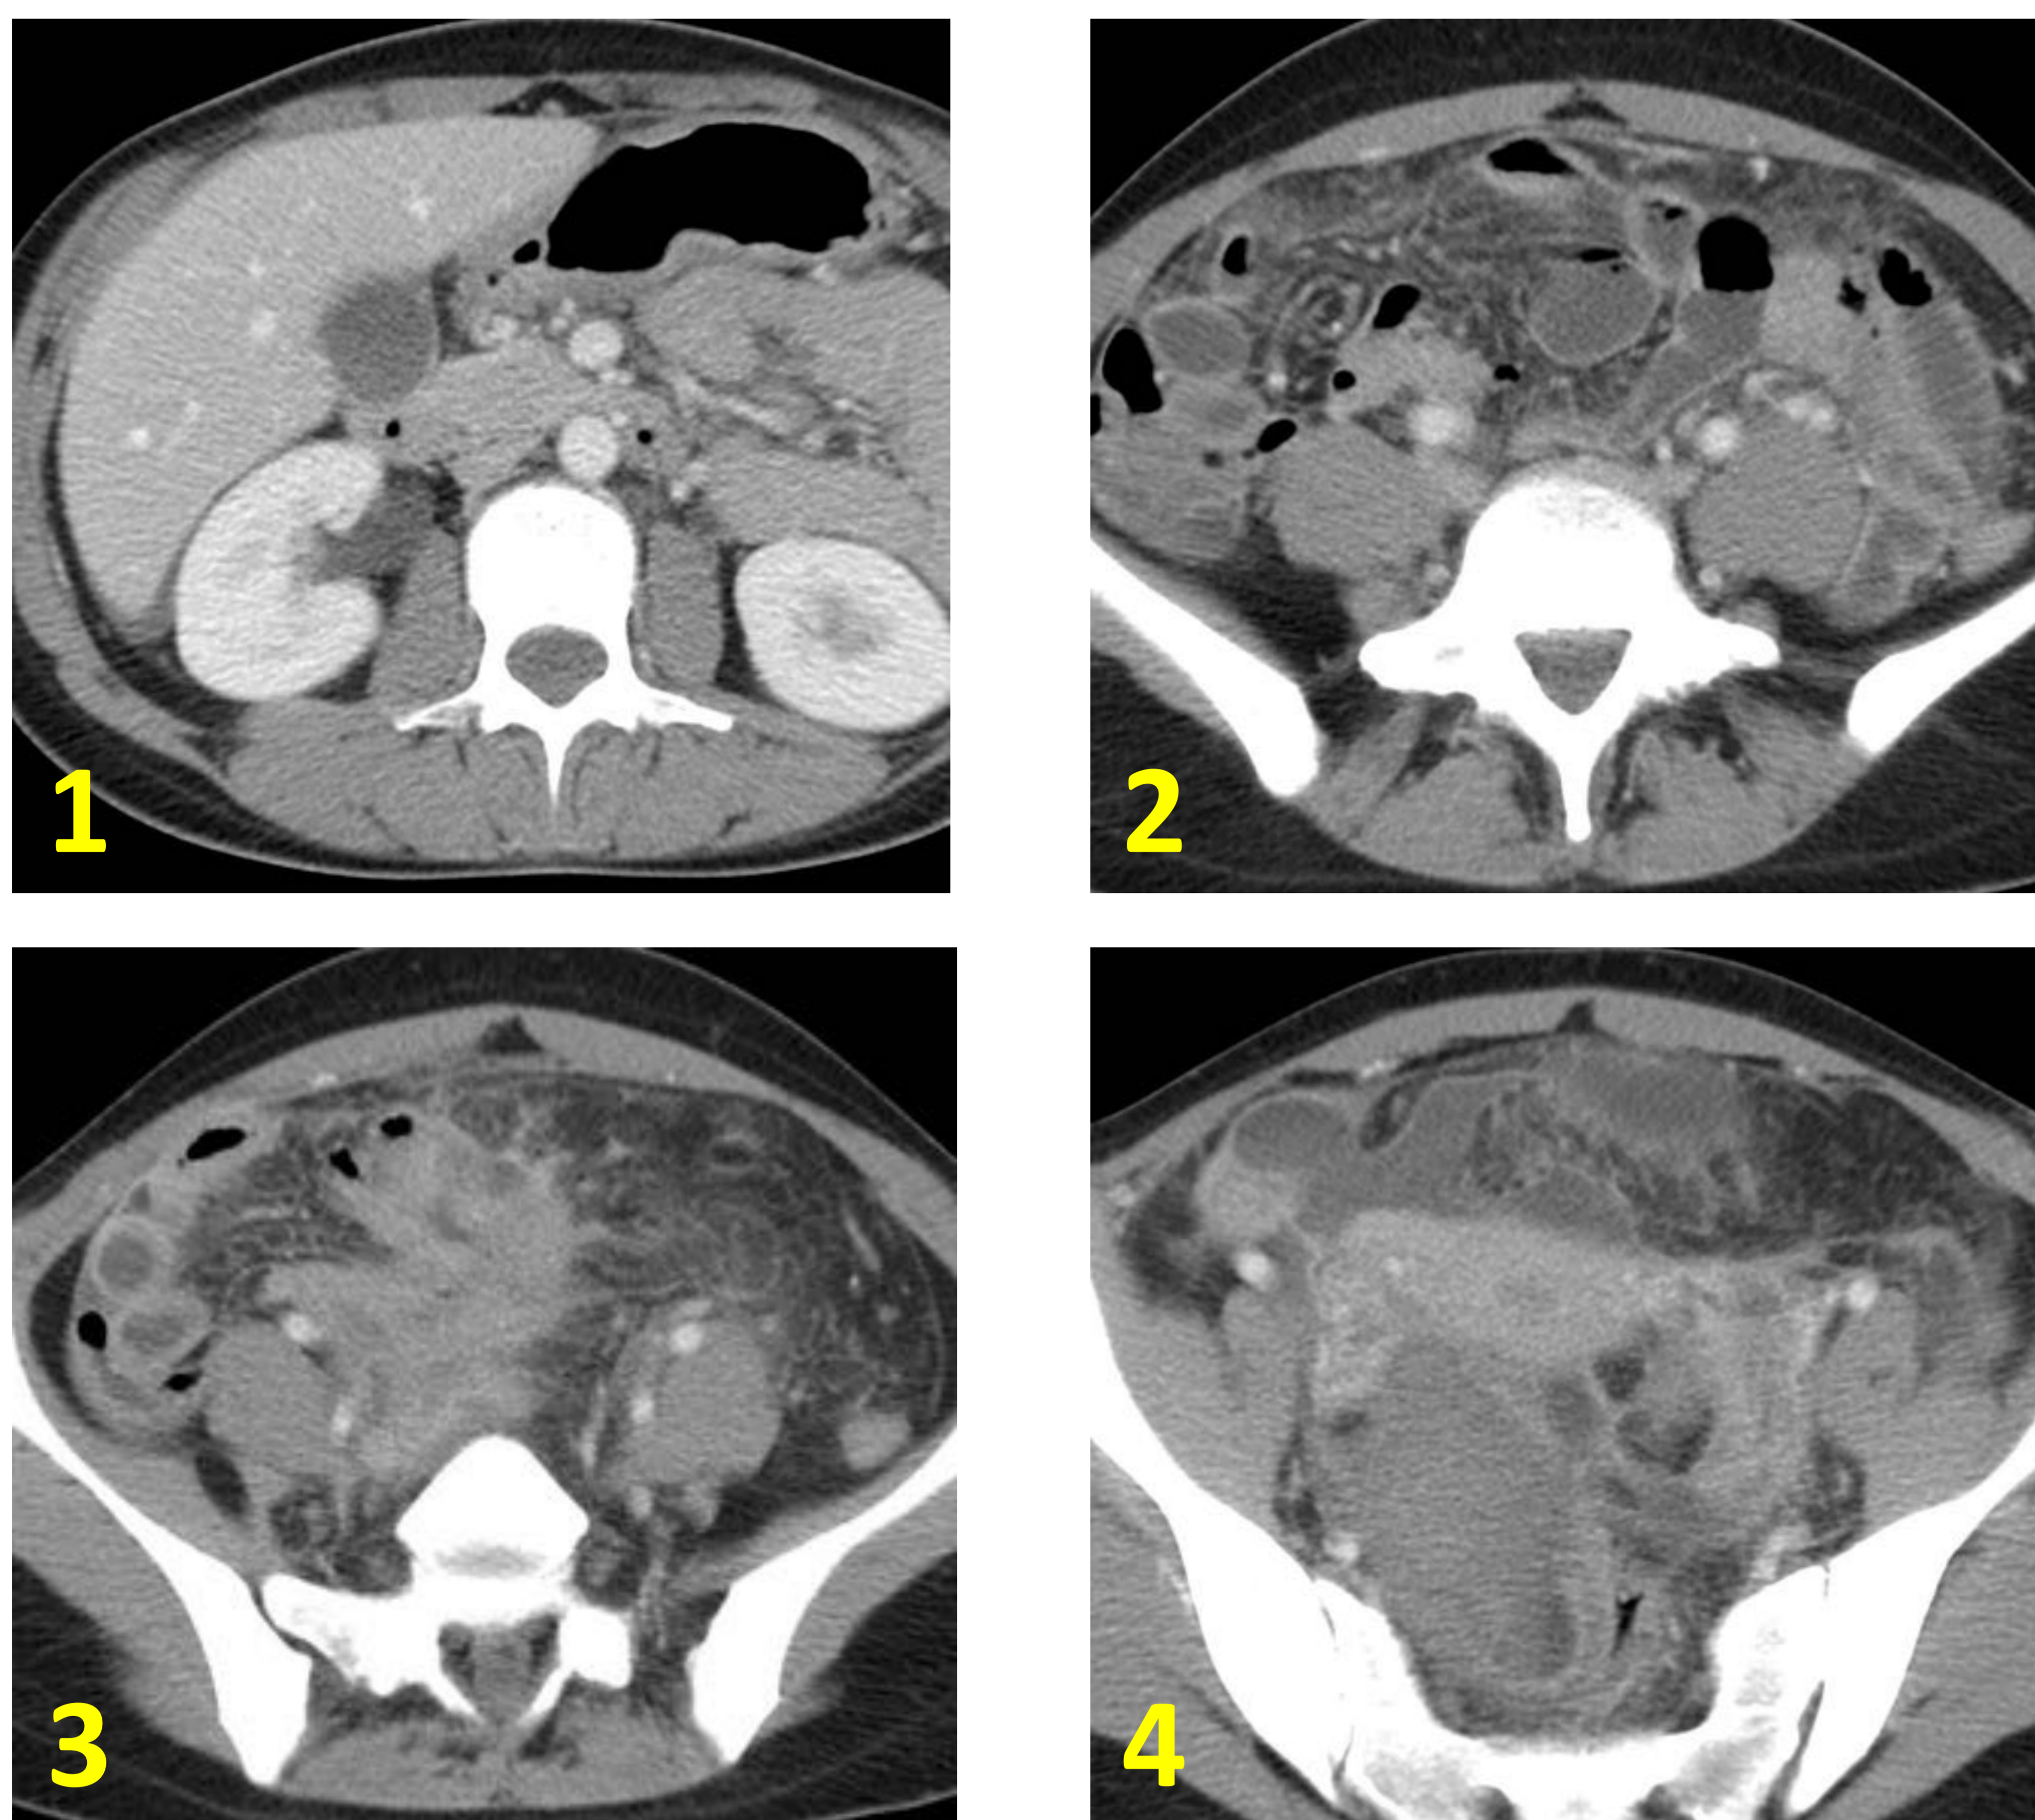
Se observa 4 imágenes de un TC abdominopélvico en fase portal: Paciente joven intervenida sin complicaciones de un quiste dermoide en anejo izquierdo. A los siete días de la intervención acude con un dolor abdominal difuso. Se realiza la prueba y se observa leve cantidad de líquido perihepático (1), con afectación de la grasa intraperitoneal (2) de predominio en pelvis (3) así como una colección en pelvis y fondo de saco de Douglas con realce de la pared (4).
